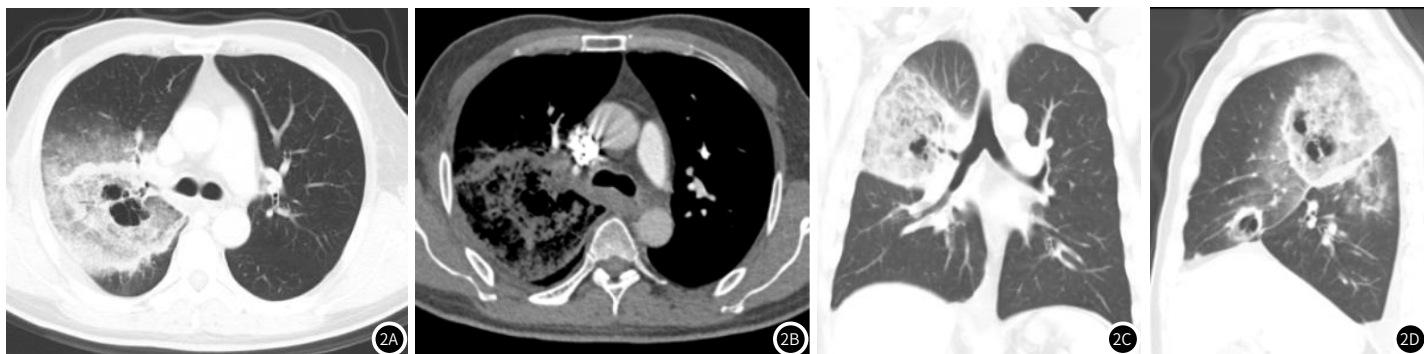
图2D 男, 51岁, 咳嗽、咳痰9天, 加重5天。CT表现为右肺多发结节、团块影, 右肺上叶团块影为中心磨玻璃影及空洞, 周围实变、磨玻璃影, 呈晕征、反晕征改变; 右肺中叶空洞壁不规则, 右肺下叶小结节周围见晕征、树芽征(图2A-2D), 冠状位(图2C)右肺上叶支气管狭窄; 增强检查(图2B)病变壁及实变部分轻度强化, 右侧胸腔少量积液。
